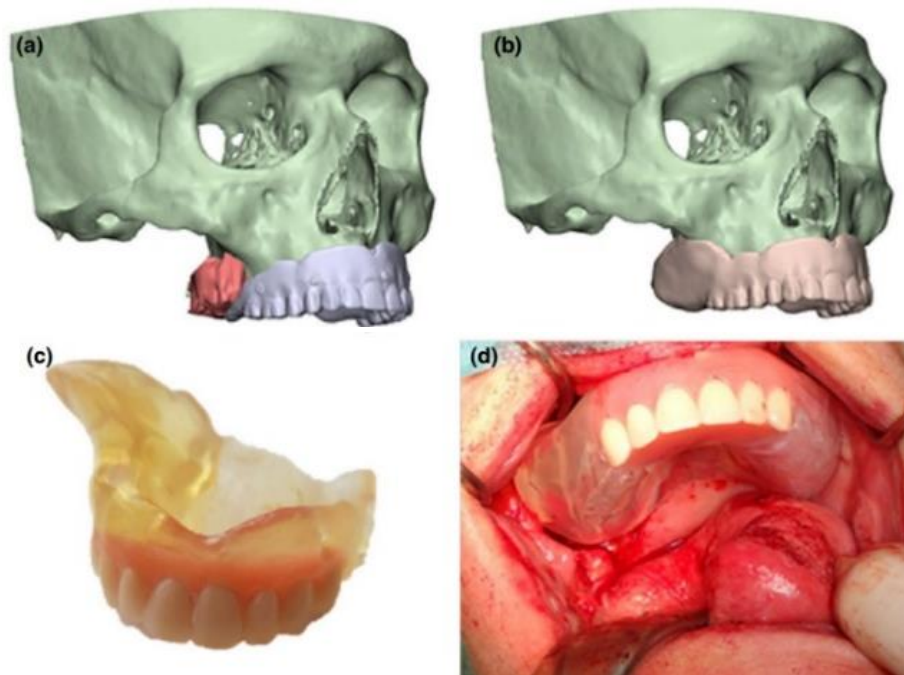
Exemplo de planeamento tridimensional e colocação de prótese imediata maxilofacial: a- visualização do tumor baseado na TC e RM; b- *design* virtual da prótese imediata maxilofacial; c- prótese maxilofacial imediata concluída; d- colocação da prótese maxilofacial imediata após cirurgia oncológica. Adaptado de Vosselman et al. (2021).
